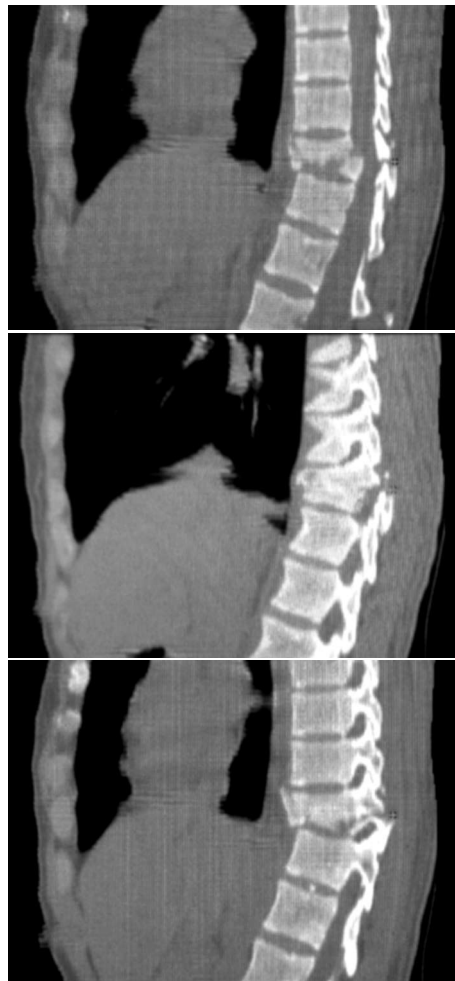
Комп'ютерна томограма в сагітальній площині. Перелом тіла T_8 хребця з зменшенням його висоти, компресія дурального мішка уламками тіла хребця на цьому рівні, звуження міжхребцевих отворів.
